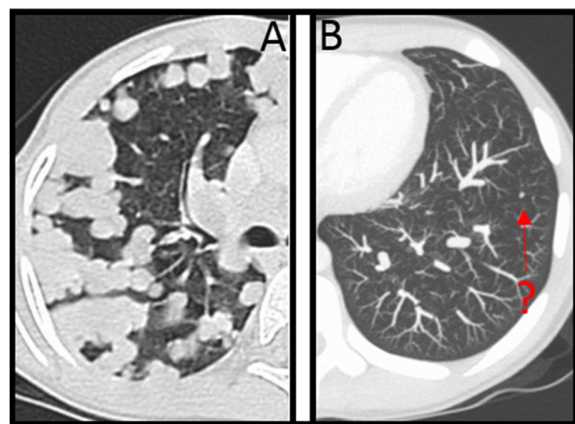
Computer-Tomographie der Lunge.
